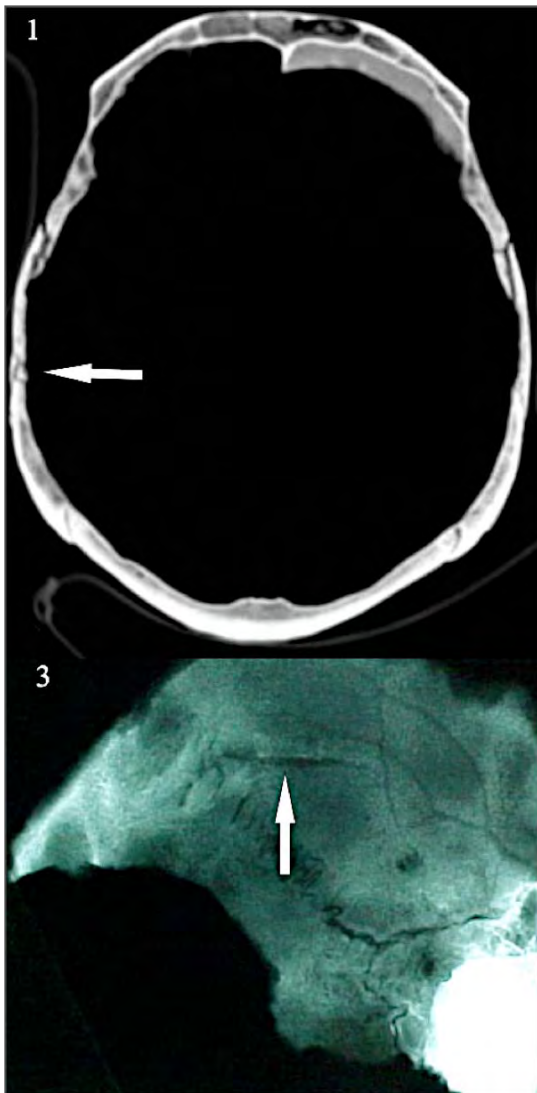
(4): TAC y Rx de los cráneos trofeo encontrados en Campo del Pucará (Catamarca, Argentina) con marcas visibles de traumas provocadas por objetos de filo cortante.
